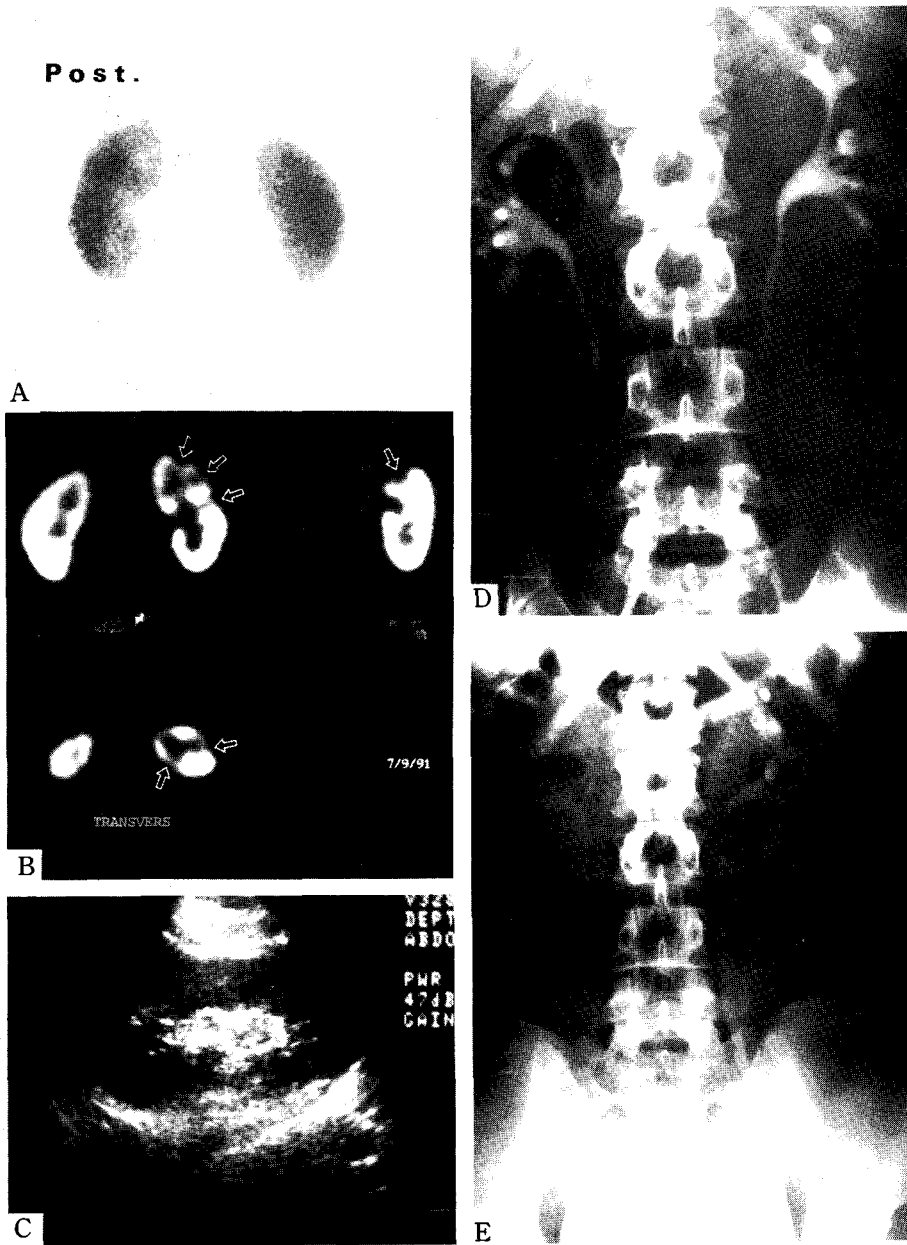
^{99m}Tc -DMSA planar (A) and SPECT imaging (B), US (C), IVP (D) and VCU (E) in a 29-year-old woman with recurrent APN. Note that IVP and US were normal in spite of vesicoureteral reflux and multiple cortical defects in ^{99m}Tc -DMSA scan.
